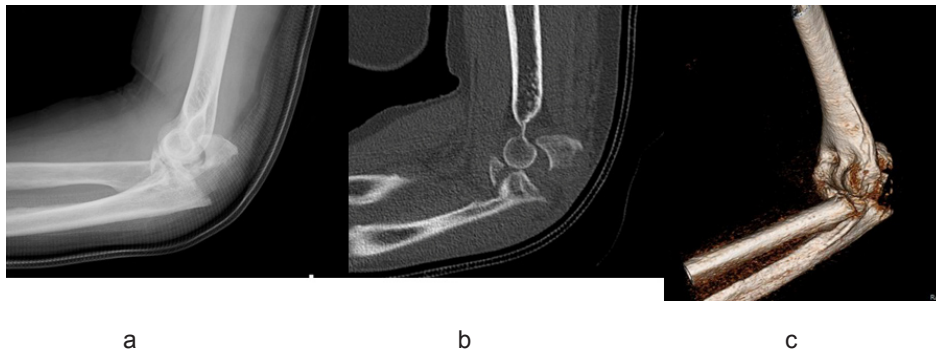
症例2 a. 術前単純X線像 b. 術前CT像 c. 術前3DCT像
